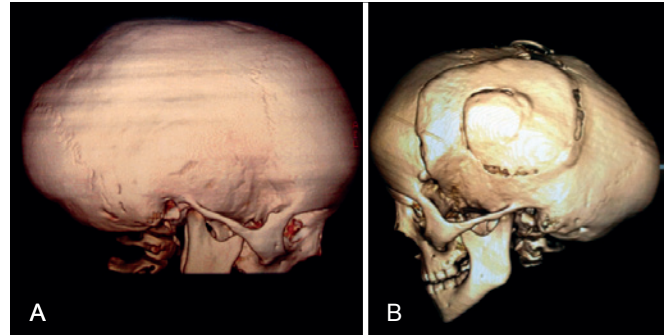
Escafocefalia. Em A, tomografia computadorizada tridimensional de crânio pré-operatória, vista em perfil. Em B, tomografia computadorizada tridimensional de crânio pós-operatória, vista em perfil.
